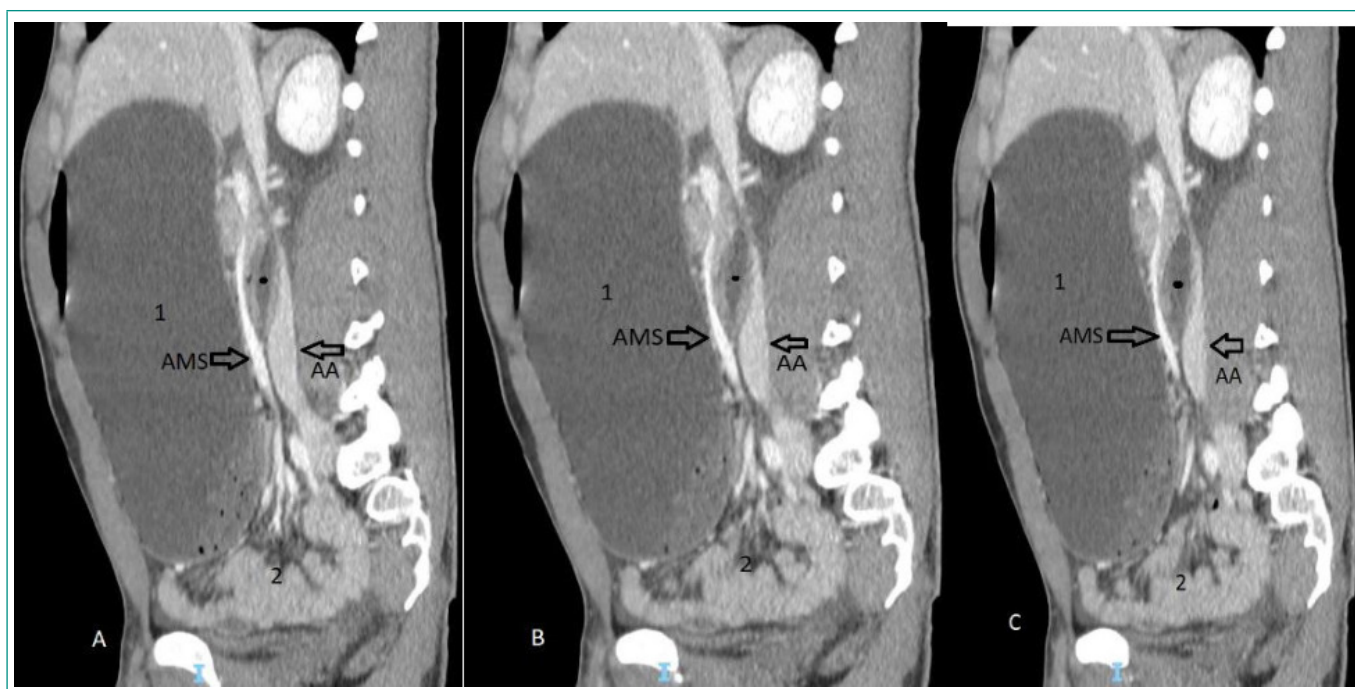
Corte sagital de TC abdomino-pélvico. Marcado con un punto negro se observa el duodeno, pinzado entre las arterias mesentérica superior (AMS) y aorta (AA), ambas marcadas con flechas. Anterior a la arteria mesentérica superior se observa una cavidad gástrica (1) extremadamente dilatada, provocando un desplazamiento del resto de vísceras abdominales (2) en la parte inferior de la cavidad abdomino-pélvica.
